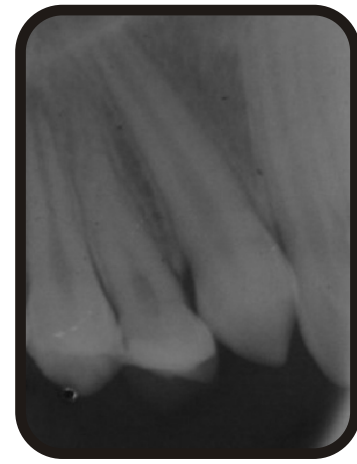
Radiografía de control O. D. 14, a un año de realizada la Técnica Cvek; se puede apreciar la ausencia de lesiones y la completa formación radicular y cierre apical.
